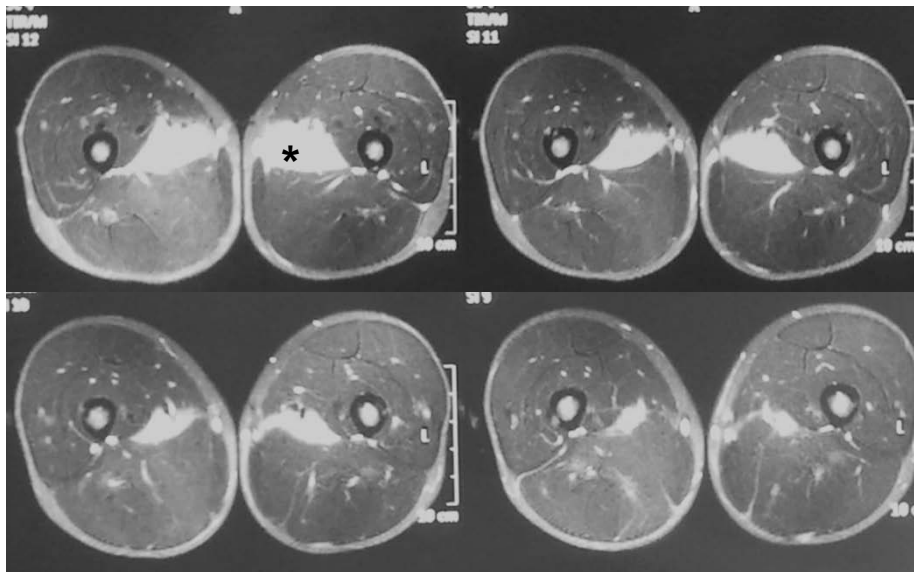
Imagen de RMN muscular, corte axial a nivel de muslo en secuencia T2, véase imagen hiperintensa en los músculos abductores sugestivo de edema muscular (*).
